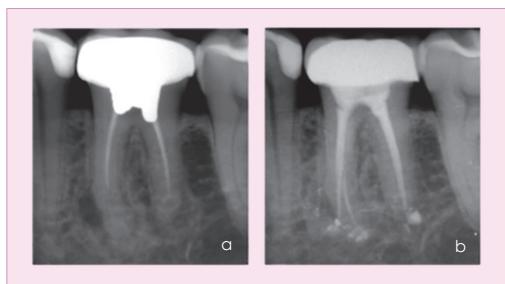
Retratamiento del primer molar mandibular izquierdo. 18A. La radiografía inicial muestra una lesión radiotransparente lateral y apical que envuelve al molar. 18B. Se observa una reducción en tamaño de la lesión inicial. Persiste una lesión radiotransparente asociada a la raíz mesial. El paciente se encontró asintomático. Por ello, se consideró un caso de curación incompleta.
